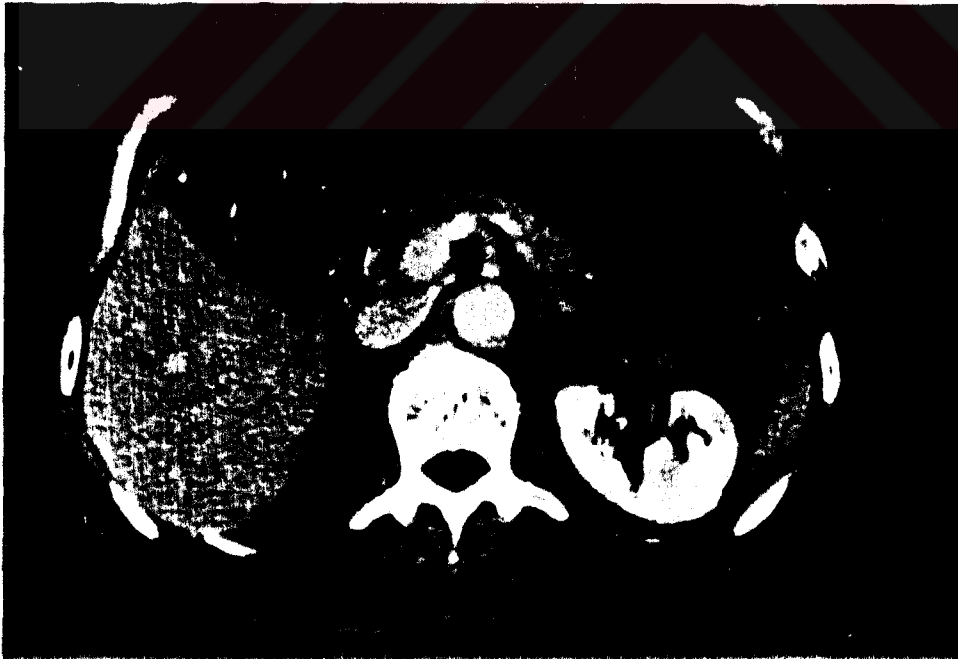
BTP kesitinde 8. segmentte birisi milimetrik boyutta olmak üzere iki adet metastatik lezyon izlenmektedir. Lezyonlardan 1 cm. nin altında olanı, rutin BT ve MR da izlenmemiştir.
